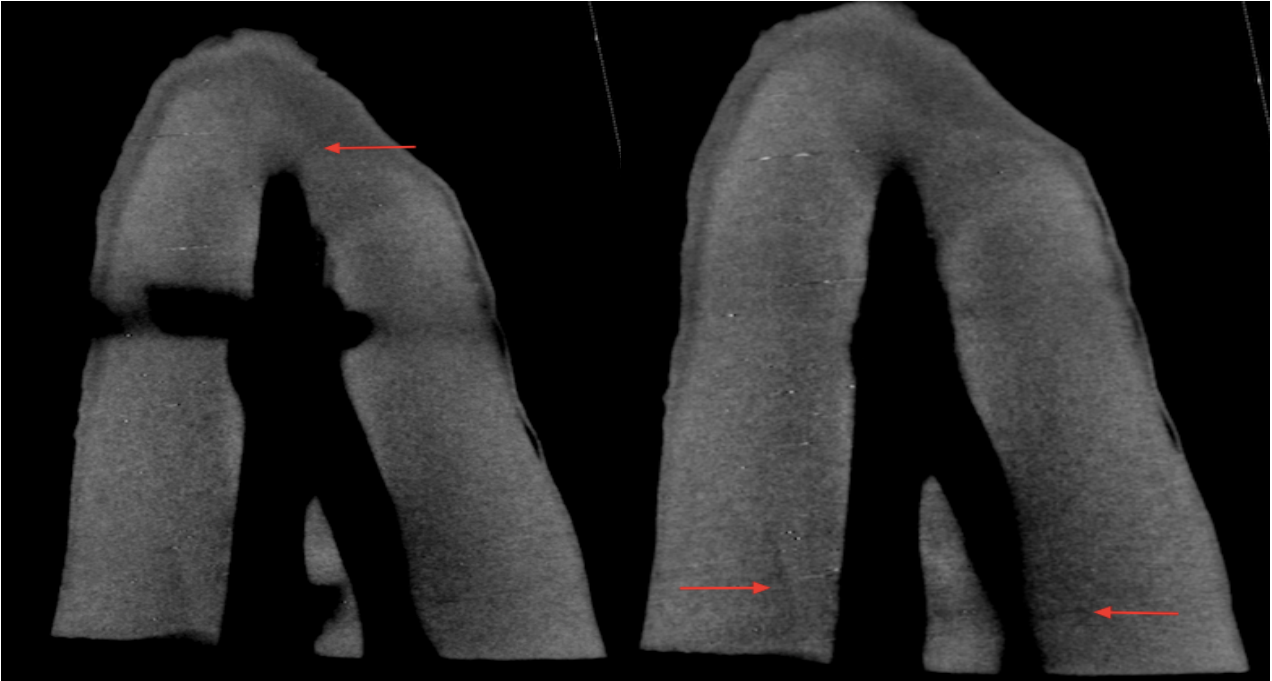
Mikro CT Aufnahmen von der Probe B1. Rote Pfeile zeigen auf beobachtete Infrakturen.
